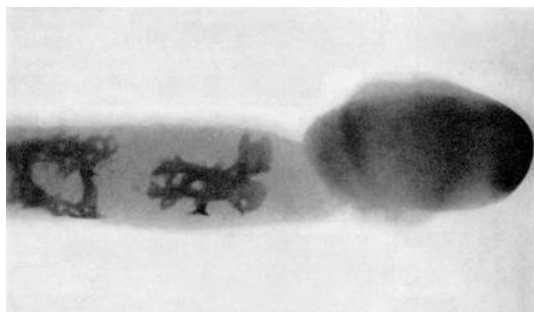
Рентгенография полового члена.
